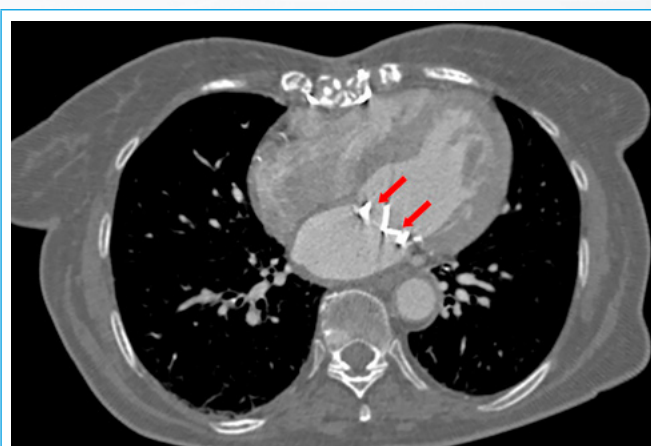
Cardio-TC, corte en mesodiástole en el que se aprecia apertura del platillo septal frente al lateral que no se abre
